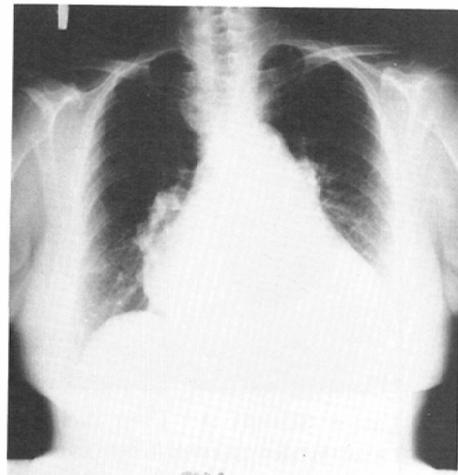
Case 5. Chronic heart failure. Chest radiography shows severe cardiomegaly.
